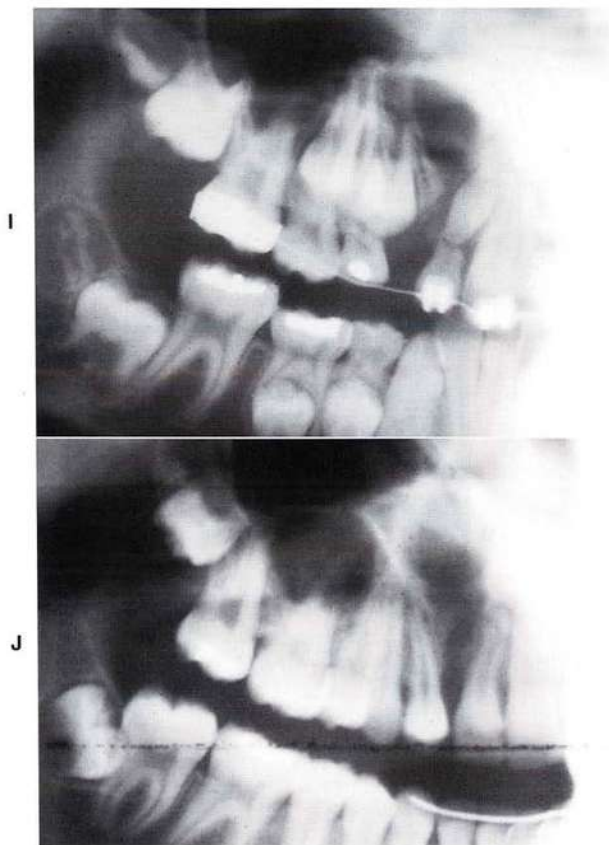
I, Radiografía panorámica obtenida a los 9 años, justo antes del injerto óseo. J, Radiografía panorámica obtenida a los 12 años, una vez completado el tratamiento ortodóncico; se aprecia el relleno óseo en el lado de la hendidura.
